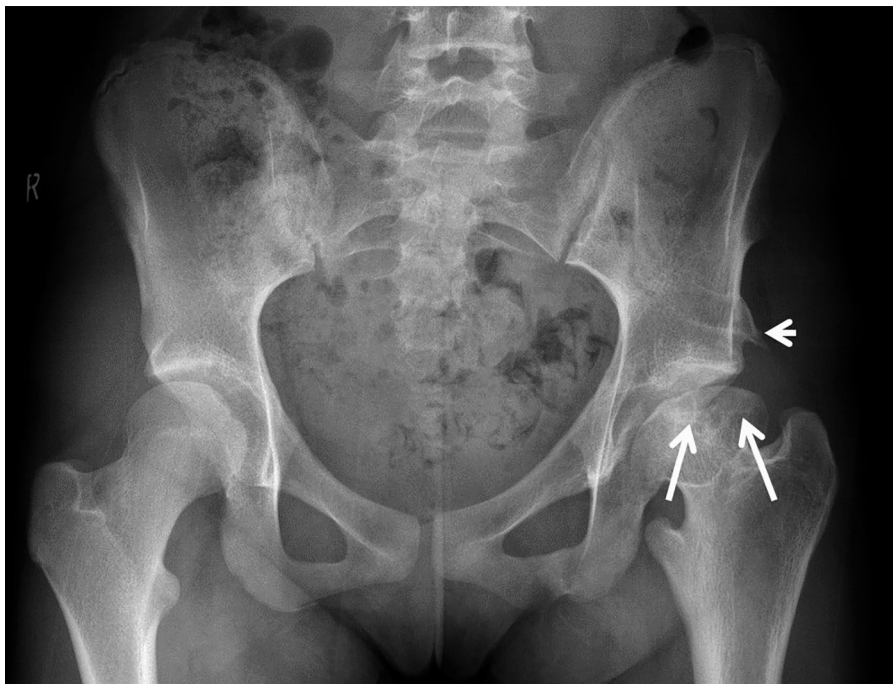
Radiographie AP du bassin chez une jeune fille de 13 ans qui se plaint depuis un moment de douleur de la hanche gauche, sans état fébrile. La radiographie montre une lésion tardive de maladie de Legg-Calvé à gauche avec aplatissement et formation kystique sclérotique de l'épiphyse (flèches) et un coxa vara. Des enthésopathies de traction du grand droit sont visibles (petites flèches).
